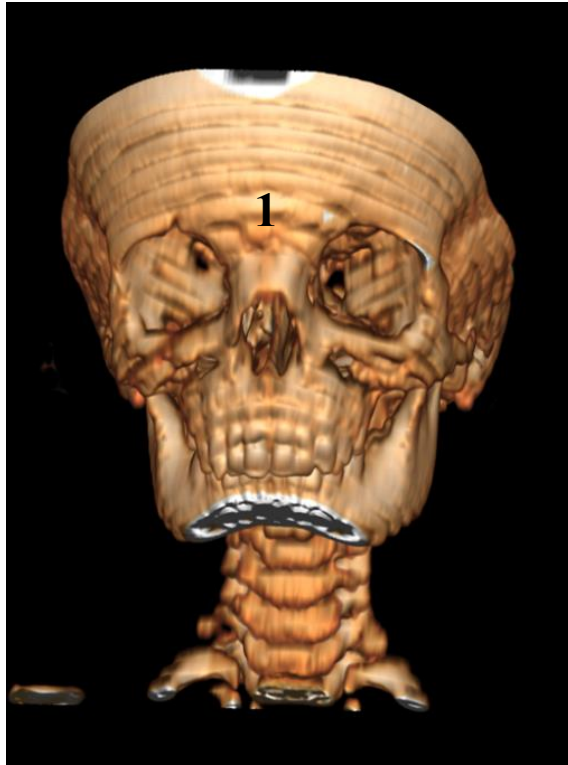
КТ ОНП (3D-реконструкция) пациента П., 2л 6 мес через 12 месяцев после операции: 1 — отсутствует дефект лобной кости
